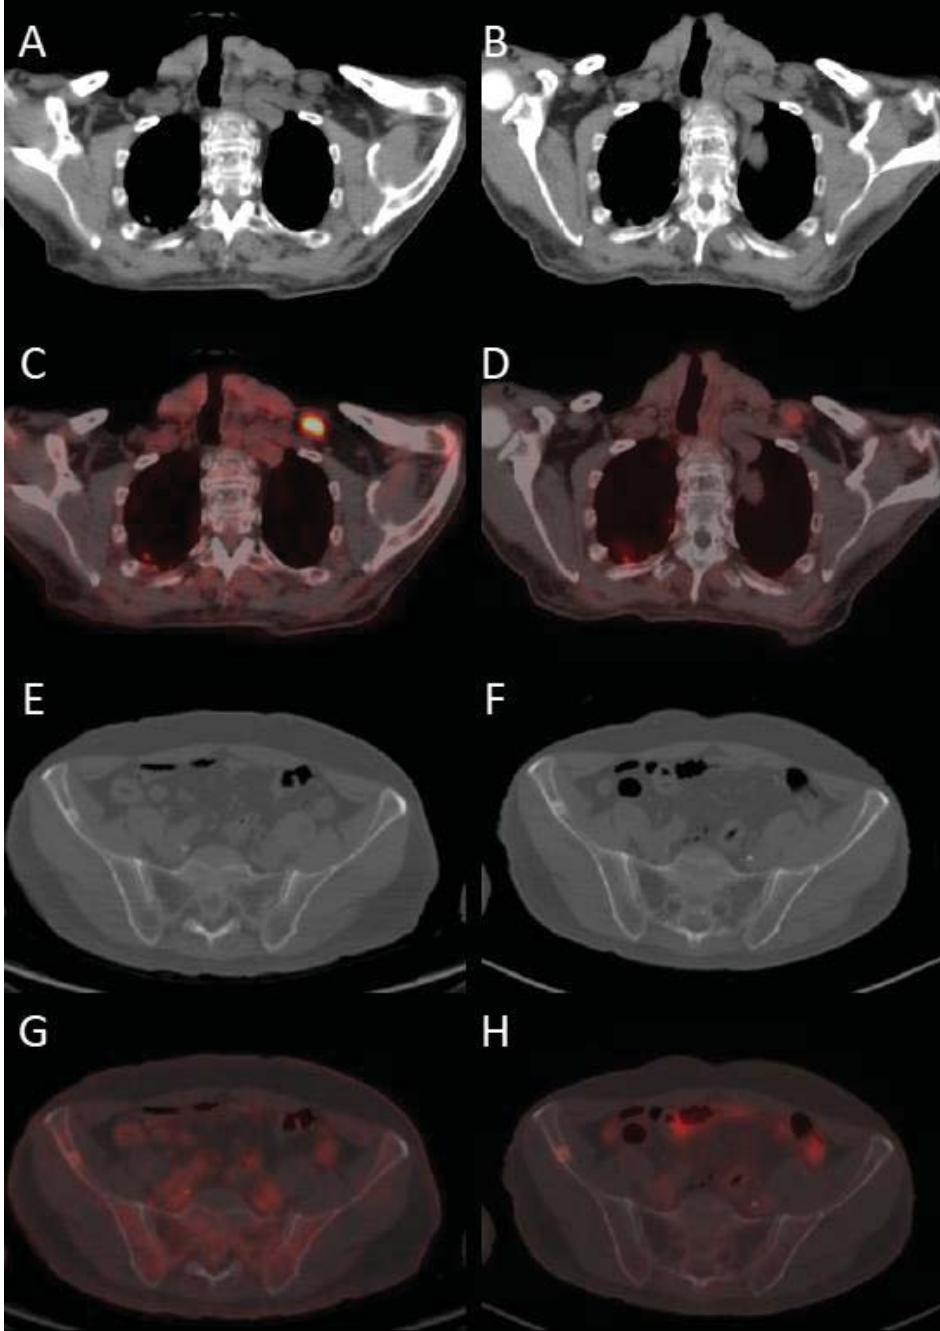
24 no'lu hastanın PET görüntüleri
